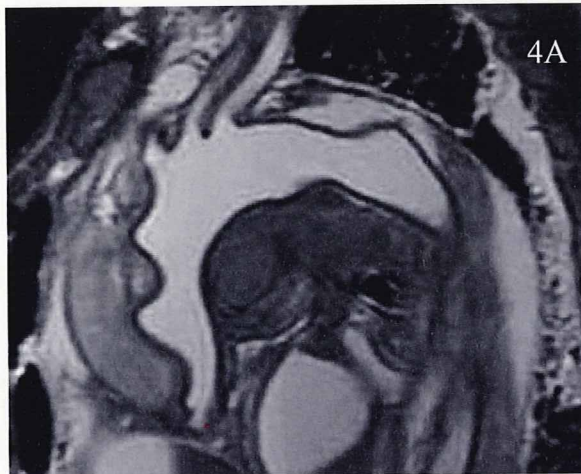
胸部 MRI 死後画像と解剖所見の対比、大動脈解離症例
